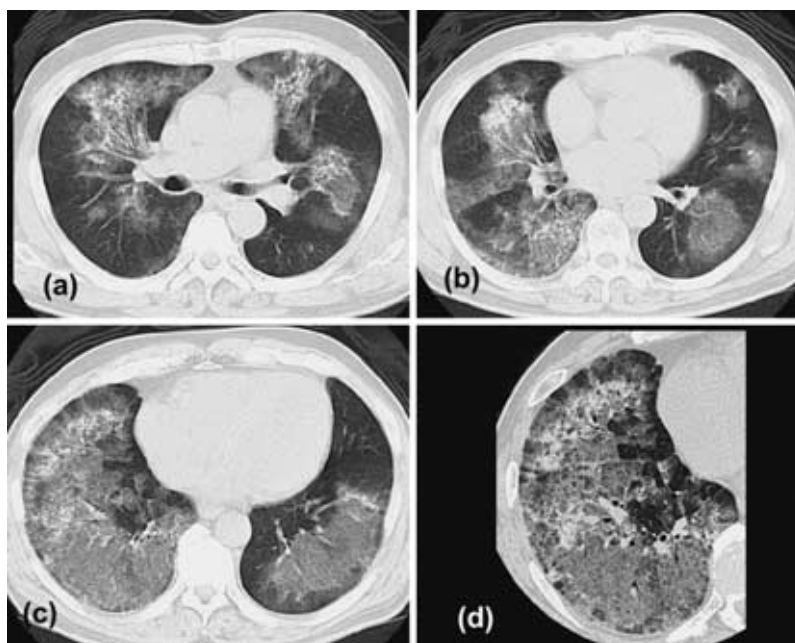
Chest CT film on admission revealed a diffuse alveolar filling pattern, ( a ) upper lung field, ( b ) middle lung field, ( c ) lower lung field, ( d ) HRCT of the lower lung field. The infiltrative shadow was dominant in the middle and lower lung fields.
